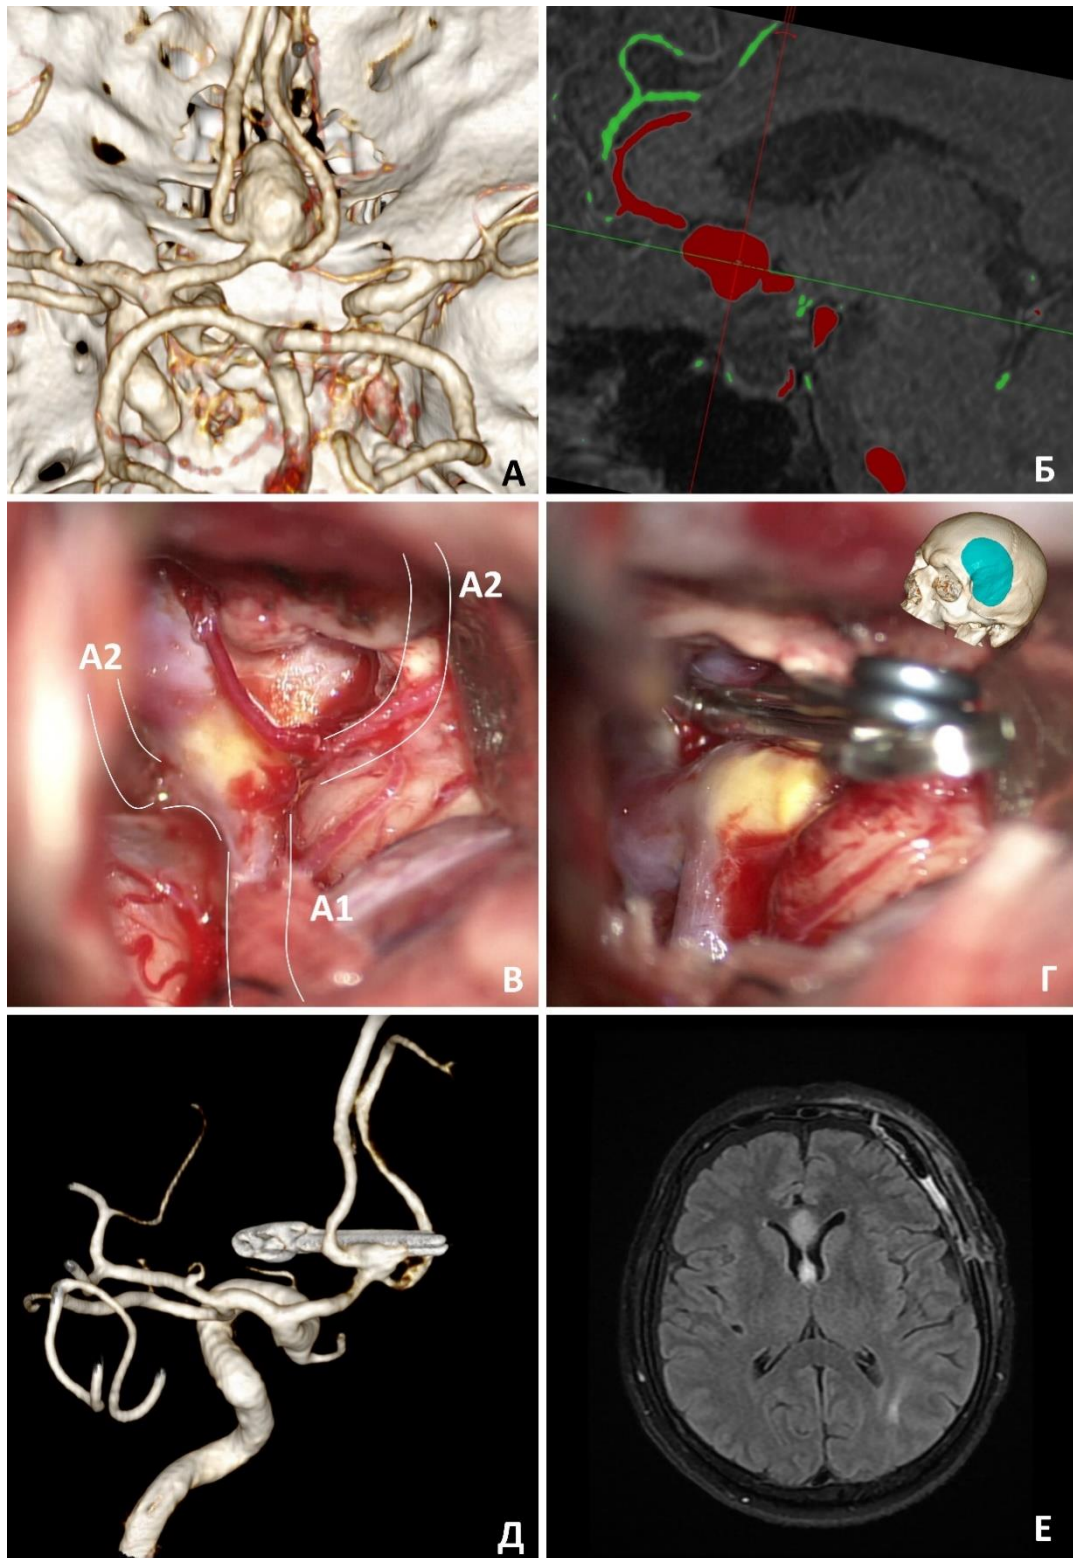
Крупная аневризма верхнего расположения. А – КТ-ангиография до операции; Б – сегментация аневризмы и артерий на МР-ангиографии (сагиттальный срез); В, Г – интраоперационные фото до и после клипирования; Д – контрольная ЦАГ после операции, радикальность класс II; Е – контрольная МРТ после операции.
